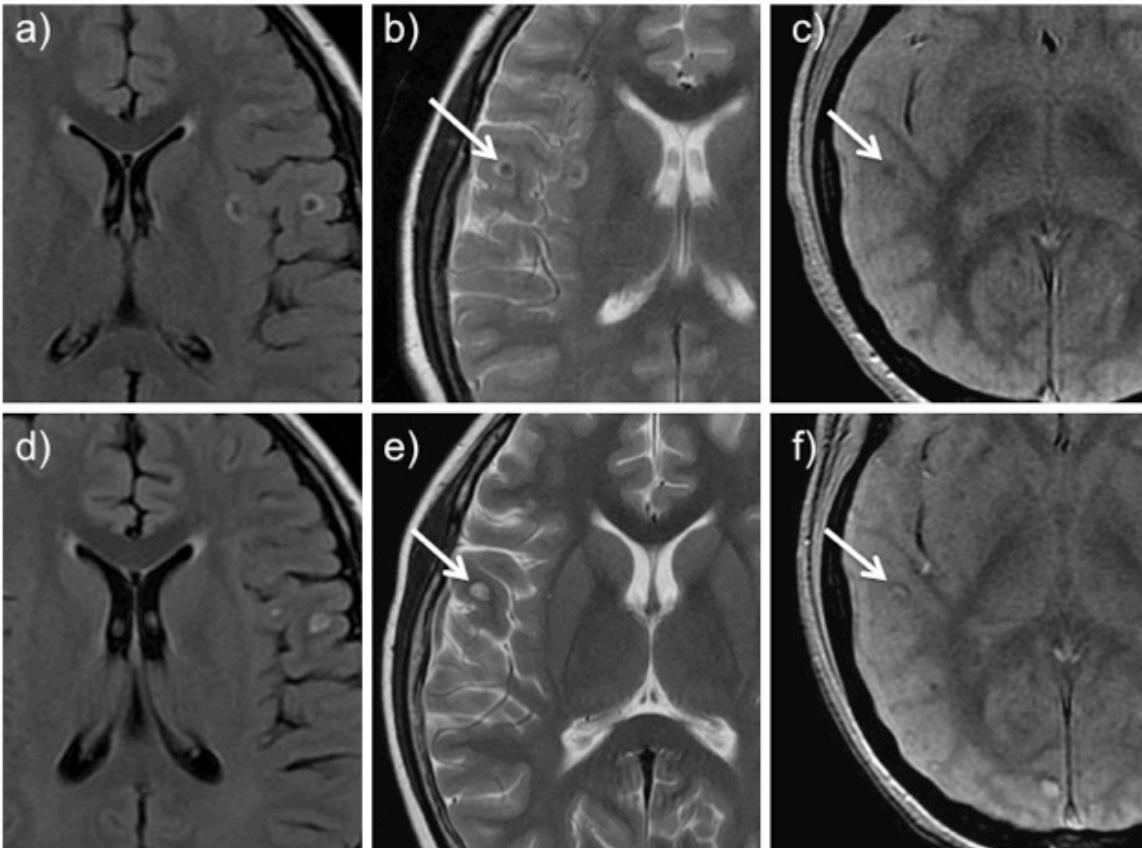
RM cerebral. a) Flair y b) T2. Lesiones focales redondeadas de señal hipointensa central (metahemoglobina) halo hiperintenso por edema vasogénico (hematoma agudo). El T2* eco de gradiente (c) Hipointensidad central en algunas lesiones. d-f) Mismas secuencias en el estudio de control a 21 días. Lesiones hiperintensas con un delgado halo hipointenso de hemosiderina (hematoma subagudo tardío).
